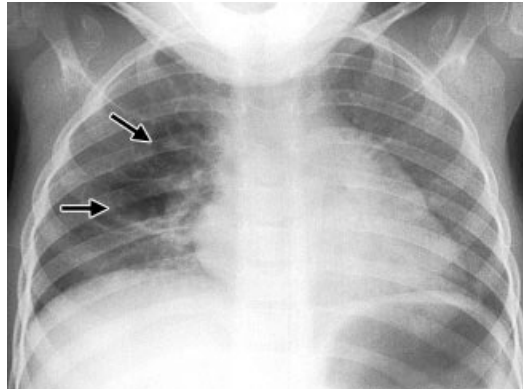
Radiografía de tórax que muestra neumatocele (flechas).
